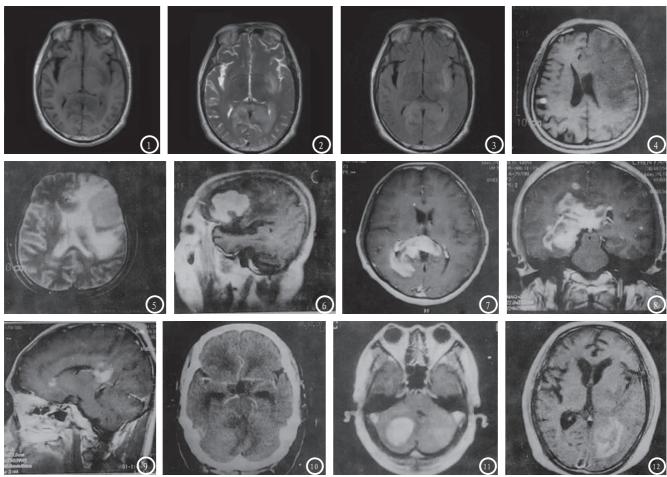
双额叶淋巴瘤。图1 T1WI示肿瘤呈与脑灰质等信号。图2 T2WI示肿瘤呈高信号。图3增强扫描病灶呈斑片样增强。 图4-12为左额颞叶淋巴瘤。图4 T1WI呈低信号。图5 T2WI呈等信号,周围可见高信号水肿区。图6 肿瘤均匀明显强化,边缘不光整,可见脐凹征象。图7-9 脑淋巴瘤增强MRI检查。图7 肿瘤明显强化。图8肿瘤侵犯室管膜和周围白质。图9胼胝体膝部也见肿瘤病灶。图10-12右小脑淋巴瘤。图10 CT增强早期呈等密度占位,四脑室受压变窄,小脑蚓部见水肿区。图11增强MR呈均匀明显强化。图12 术后11个月肿瘤沿左侧脑室后角复发。
